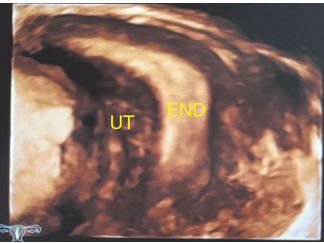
三维超声多平面成像示单角子宫宫腔呈柳叶状(UT: 子宫; END: 子宫内膜)
